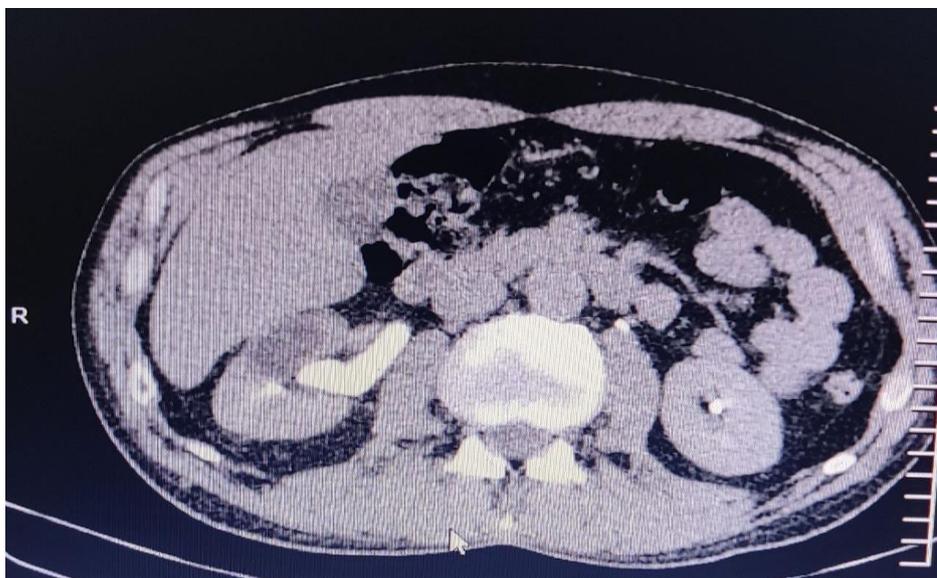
Кавернозная форма ТБ правой почки (КТ – урография).
